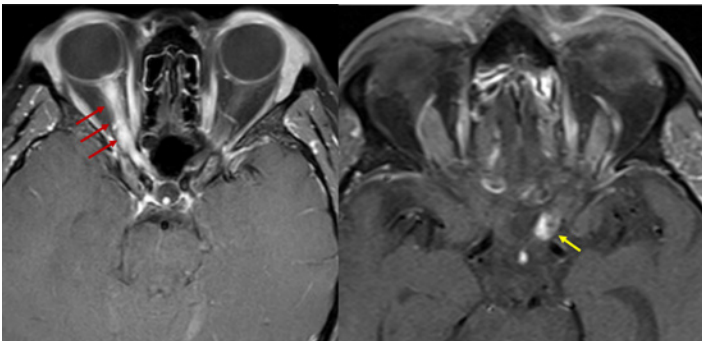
À gauche, une image d'IRM axiale pondérée en T1 après l'administration de gadolinium montrant un rehaussement marqué et homogène de tout le nerf optique gauche chez un patient atteint de MOGAD. À droite, une image d'IRM axiale après l'administration de gadolinium d'un patient atteint de neuropathie optique post radique présentant un rehaussement focal (flèche) à la jonction du nerf optique gauche et du chiasma, 18 mois après une radiothérapie à forte dose dans la région parasellaire.
